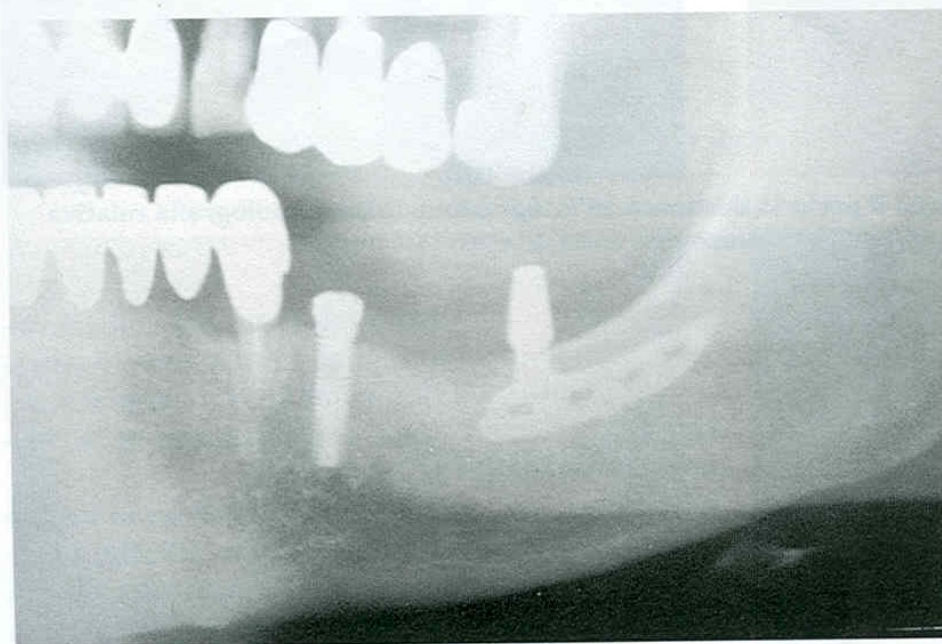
Ortopantomografia conclusiva; si può notare la differenza di radiopacità tra il tessuto osseo presente distalmente rispetto al moncone e il tessuto osseo posto mesialmente
